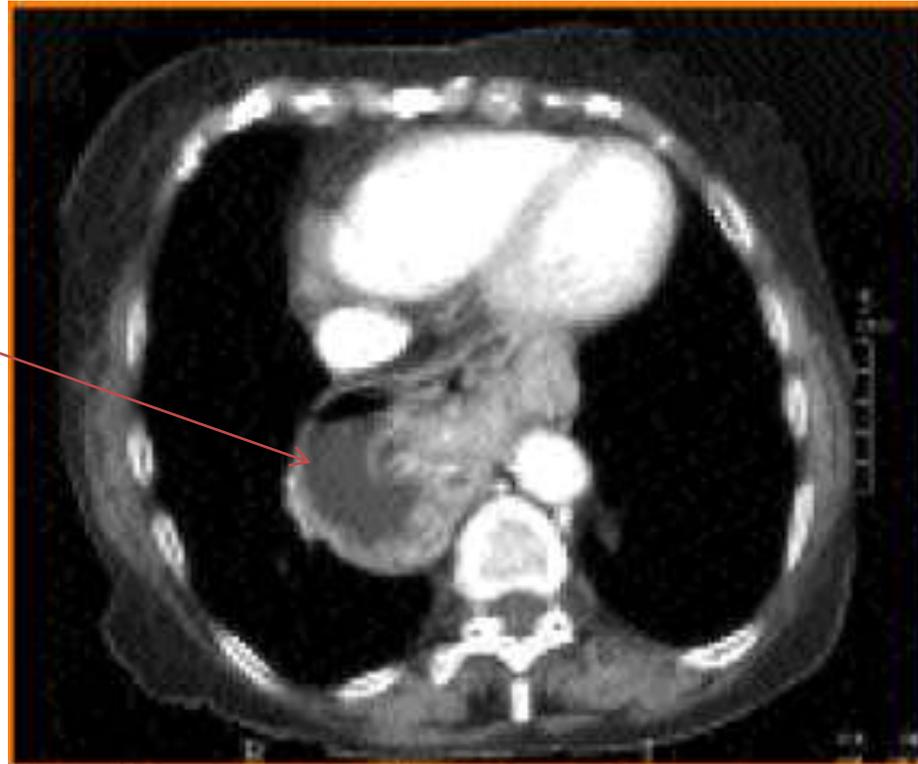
Volumineuse hernie hiatale au CT-scan.
